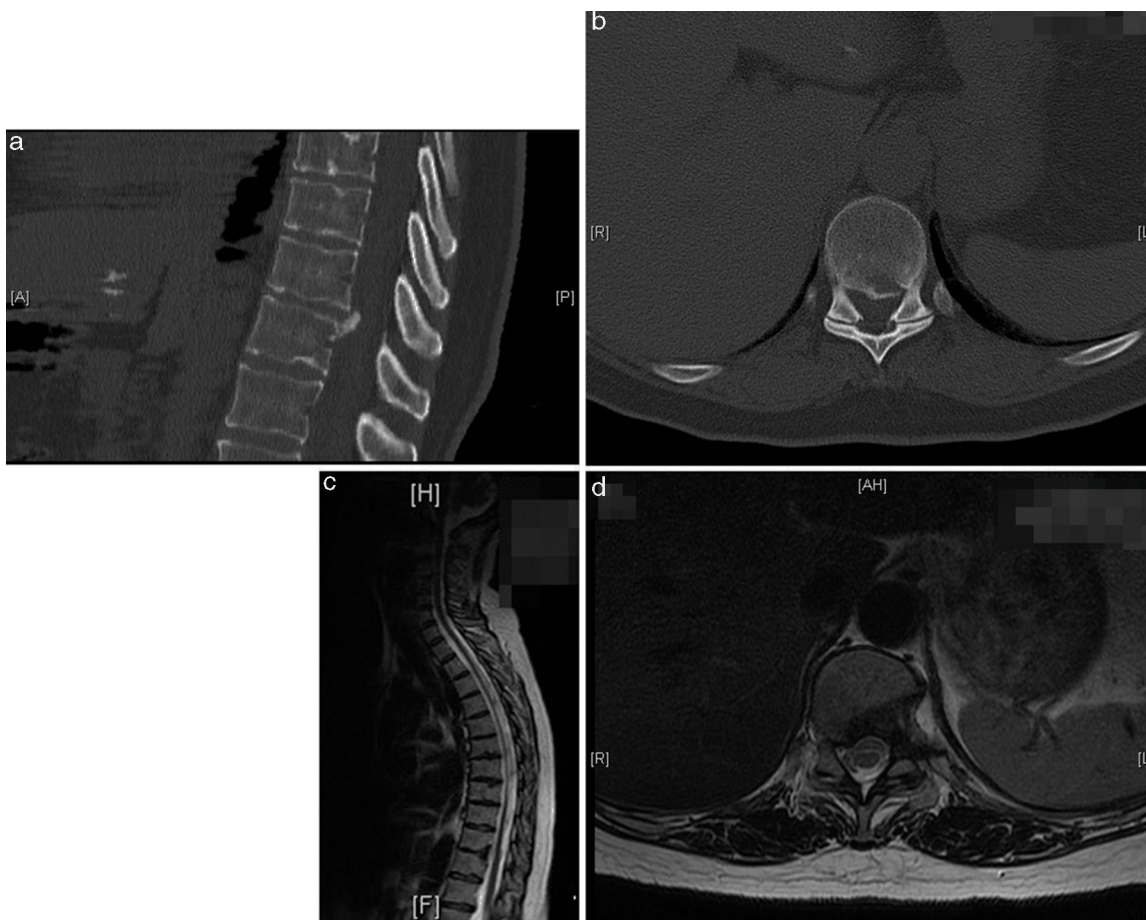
a-d: Caso 2: control mediante TC y RM de resección hernia T10-T11.
